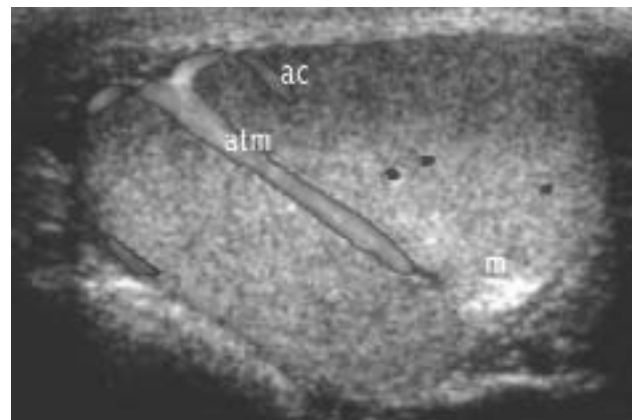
Arteria transmediastinica. Scansione assiale con color Doppler: grosso vaso rettilineo (atm), con flusso diretto dall'ilo alla periferia. ac: arteria centripeta. *Transmediastinal artery. Axial scansion with color Doppler: a large straight vessel (atm), the flow going from the hilum to the periphery. Ac: centripetal artery.*
